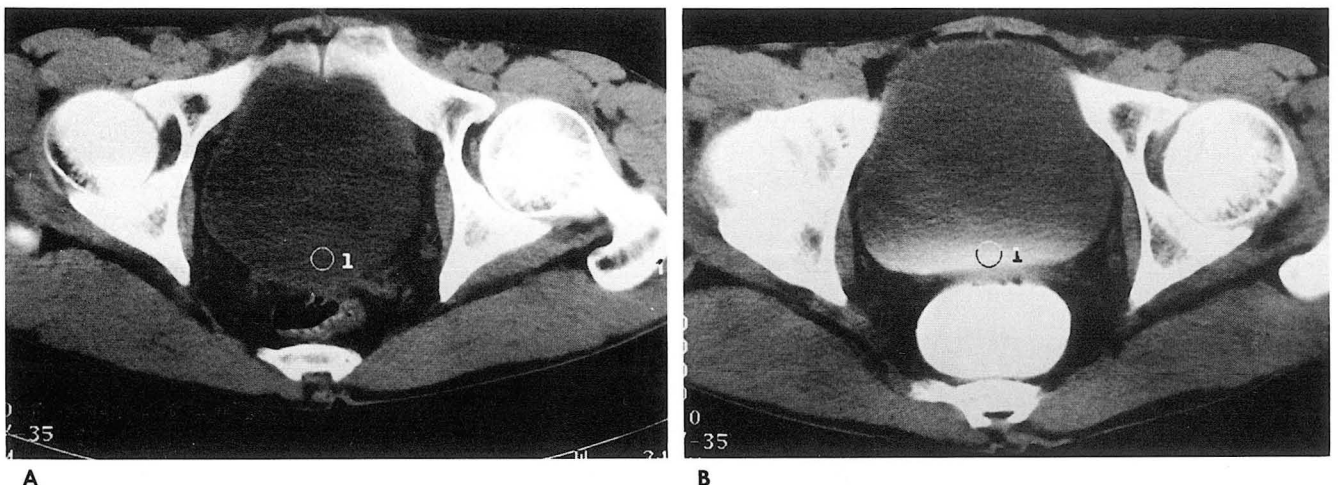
Transaxial CT scans at the level of bladder before (A) and 1.5 h after (B) oral administration of Gastrografin. The dependent portion of bladder showed the maximal density difference. The measured density difference was 136.6 HU in 0.7 cm² sized ROI.
